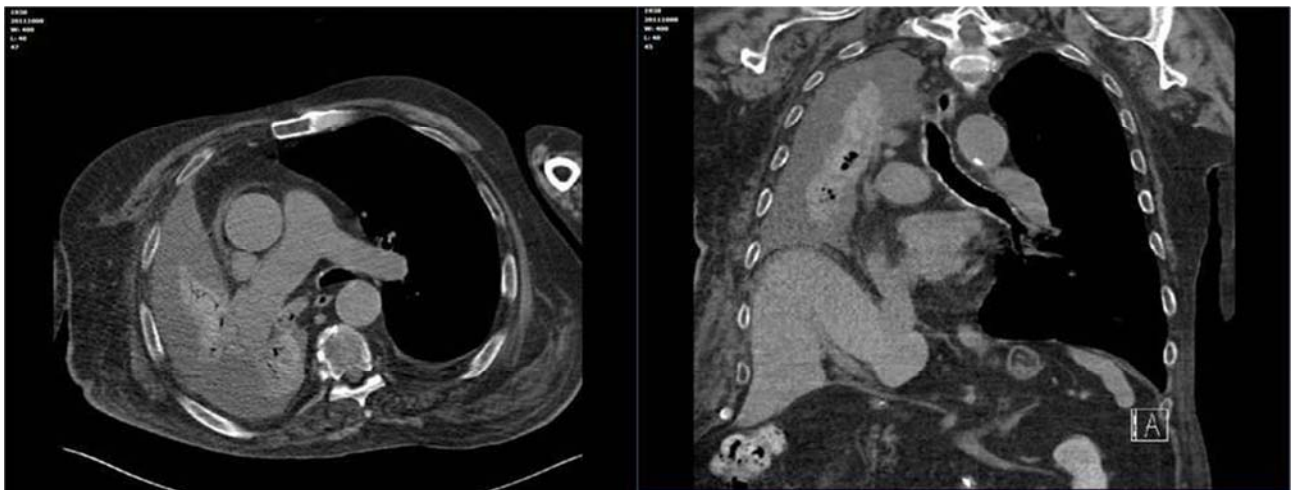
Scansioni TAC del torace (trasversale e coronale), che mostrano l'ostuzione completa del bronco principale di destra, con atelelettasia completa a valle, versamento pleurico omolaterale e attrazione del mediastino a destra
